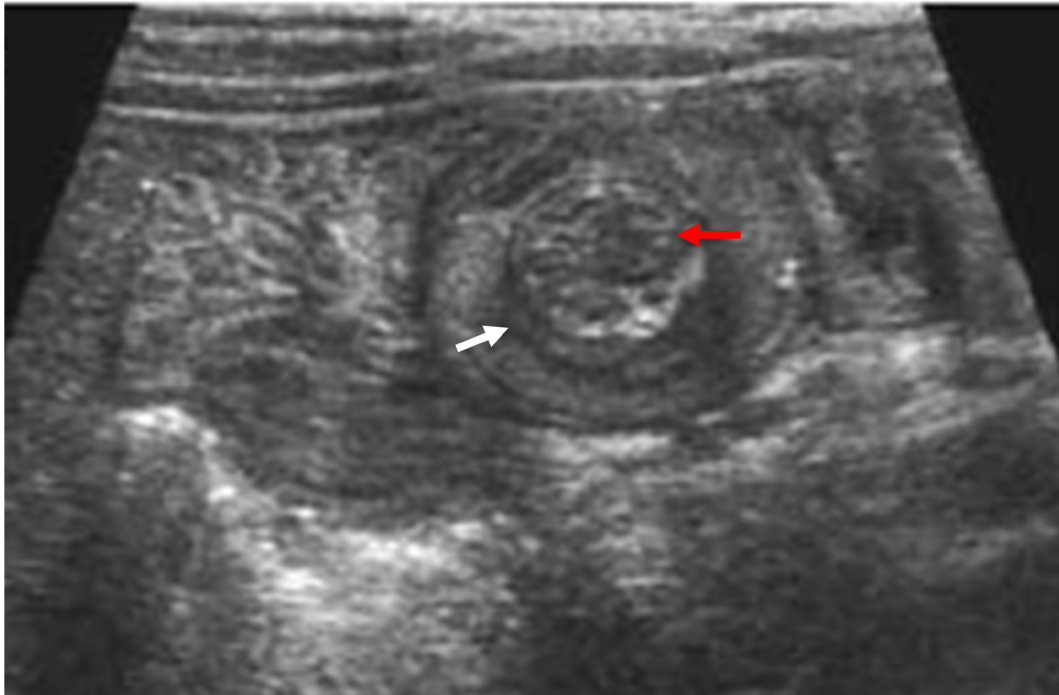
Ecografía de abdomen. Muestra conglomeración de asas intestinales e imagen redondeada, con rodete externo hipocogénico (flecha blanca) y centro hiperecogénico (flecha roja).
